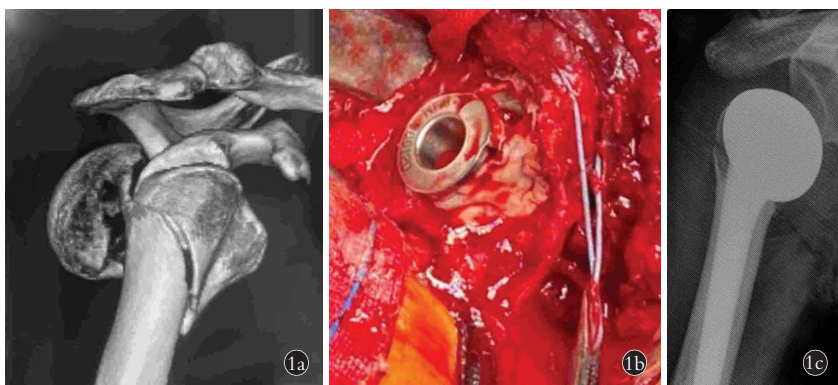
患者,男,63岁,肱骨近端骨折 1a. 术前CT示Neer分型4部分肱骨近端骨折伴肱骨头脱位 1b. 血管钳钳夹悬吊大结节骨块的爱惜邦缝线 1c. 术后即刻复查可见假体高度准确,大结节固定可靠
